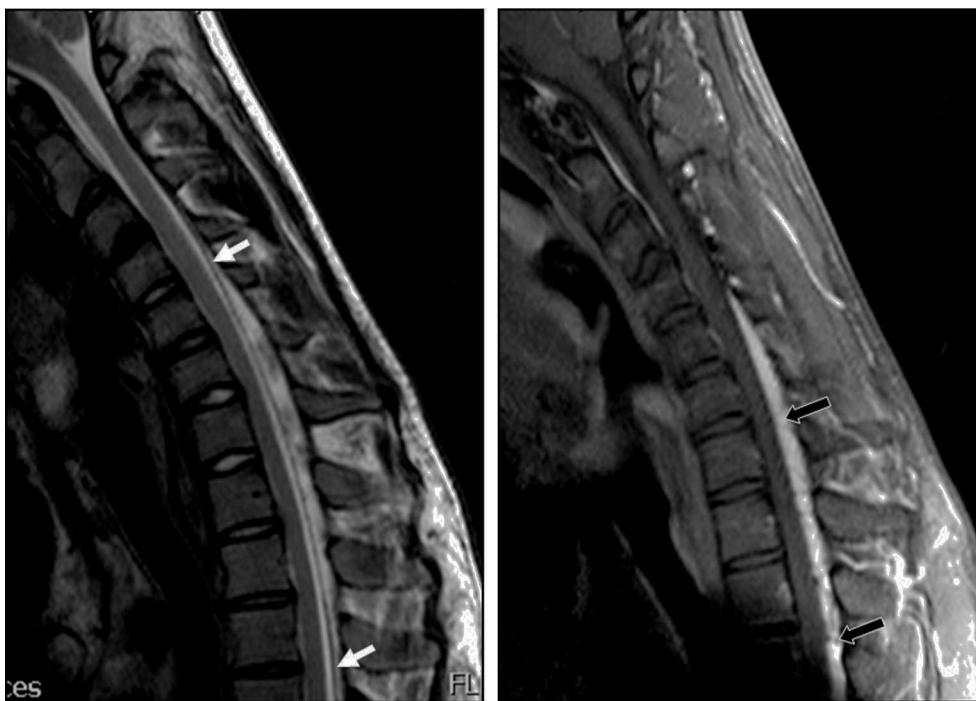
Paciente 1. RM cervical en flexión (T2 y T1): importante despegamiento posterior de la duramadre (entre las flechas blancas) con acumulación de líquido e ingurgitación del plexo venoso epidural posterior (flechas negras). El cordón medular se desplaza hacia adelante y se angula en el nivel C6-C7.
